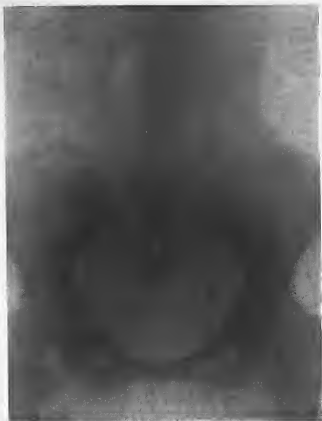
Radiographie d'une femme de 34 ans présentant un calcul de l'utérus droit.
